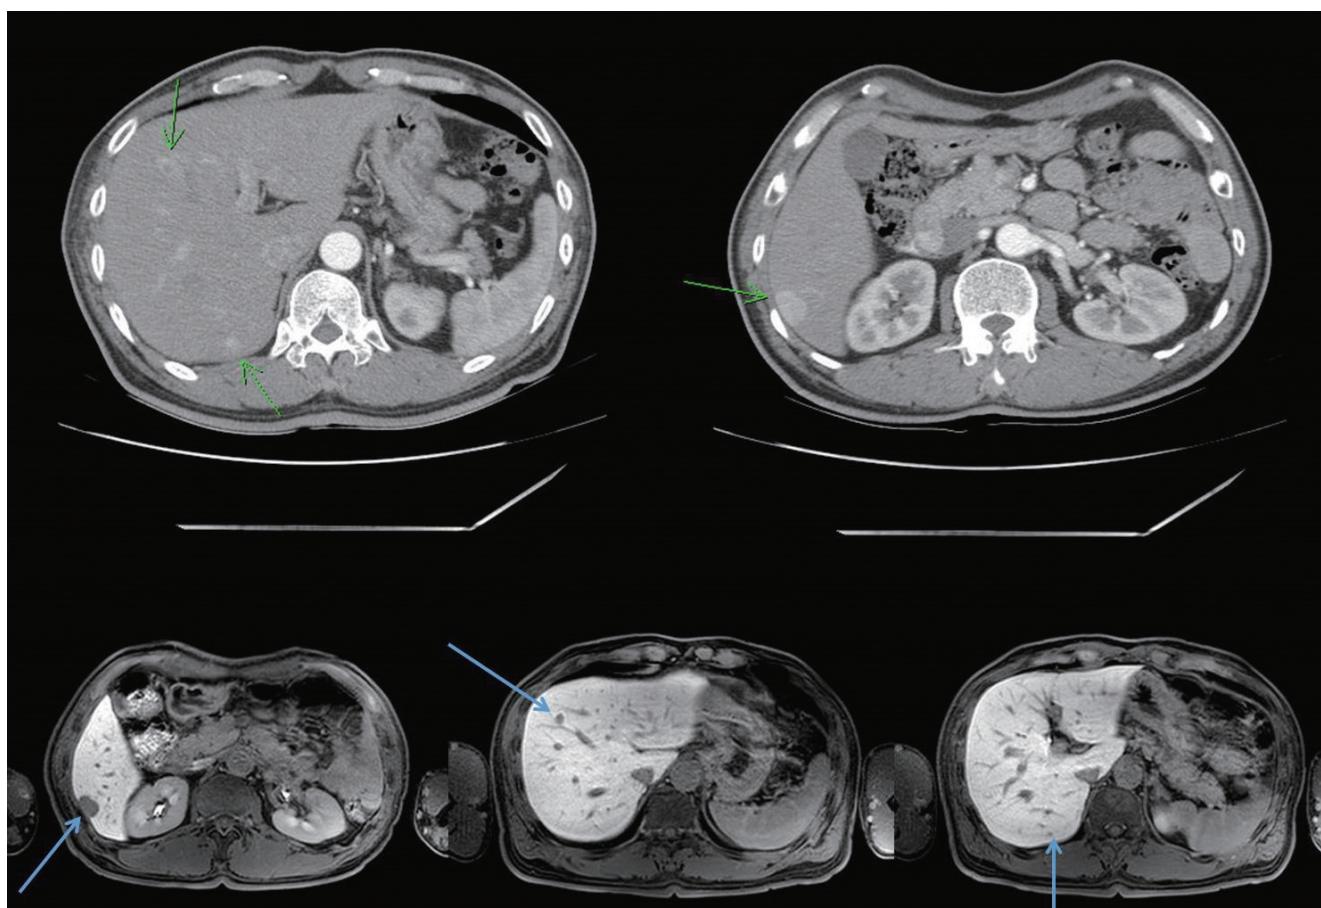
Contrast enhanced abdominal CT and MRI showed three hypervascular lesions in S6 (2.2 cm), S6/7 (0.5 cm) and S8/4 (1.1 cm) of the liver. CT, computed tomography; MRI, magnetic resonance imaging.
